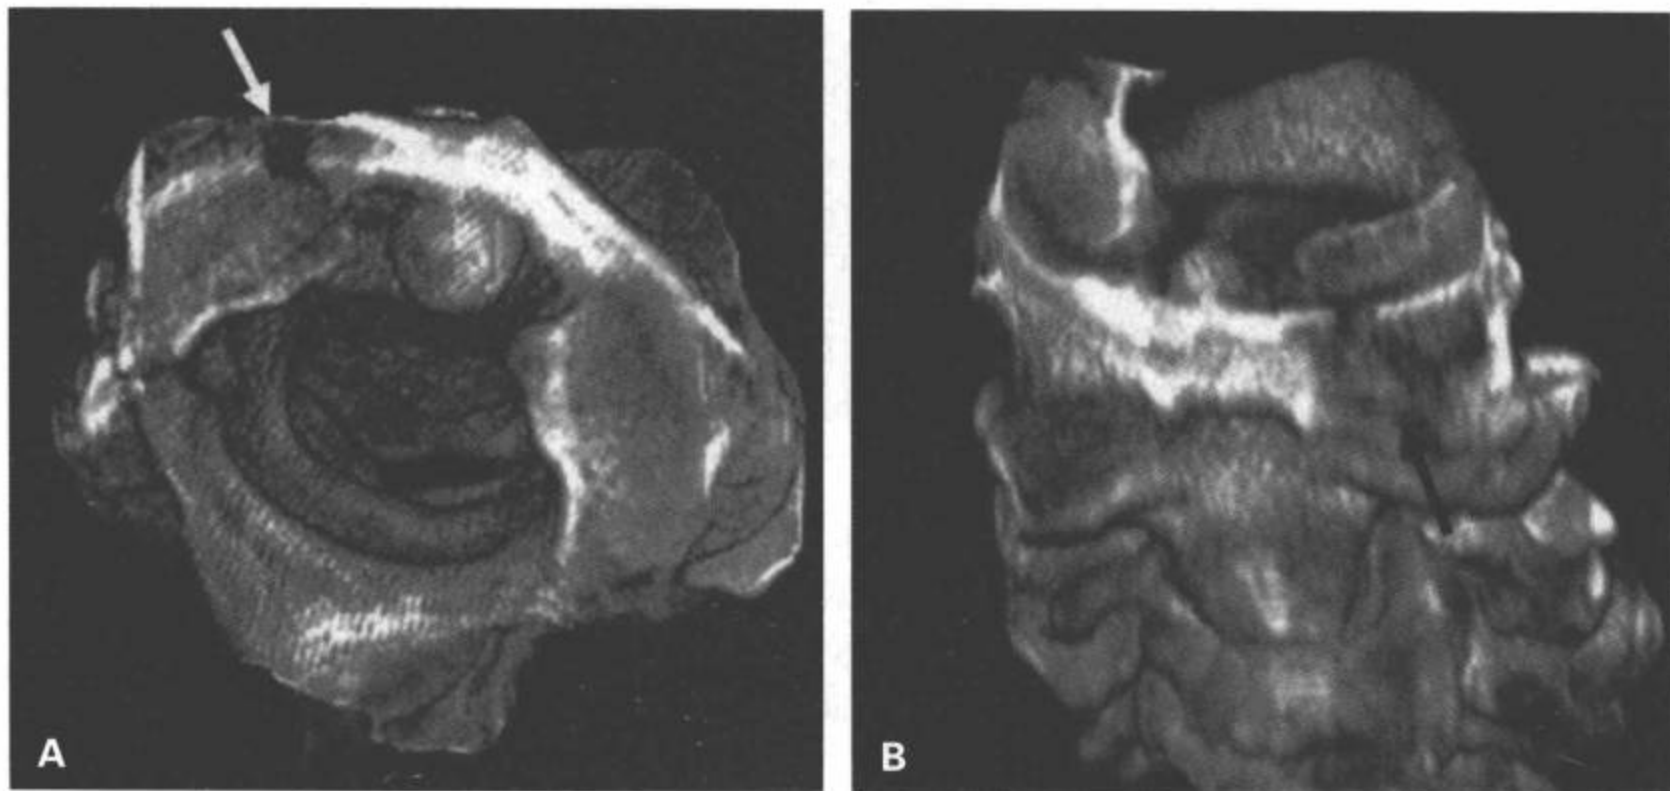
寰枢旋转性半脱位伴C1左侧侧块骨折。A: 3D重组容积再现上面观图像显示C1向右侧旋转, C1无前移。另外, C1左侧侧块有一条斜形骨折(白箭)。B: CT 3D重组容积再现前上面观图像显示C1向右侧旋转, C1左侧侧块有一条斜形骨折(黑箭)。
